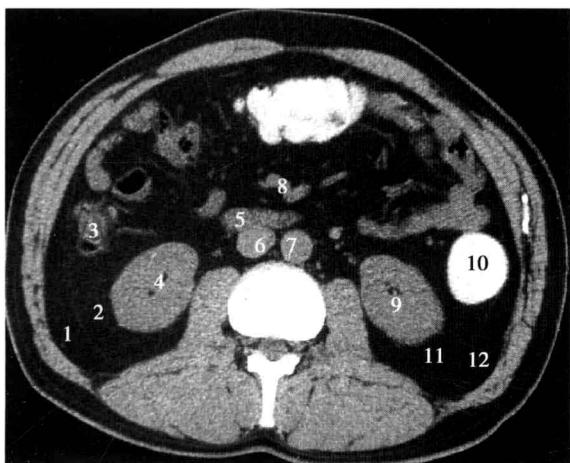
腹膜后第 7 水平断面 CT 图像
